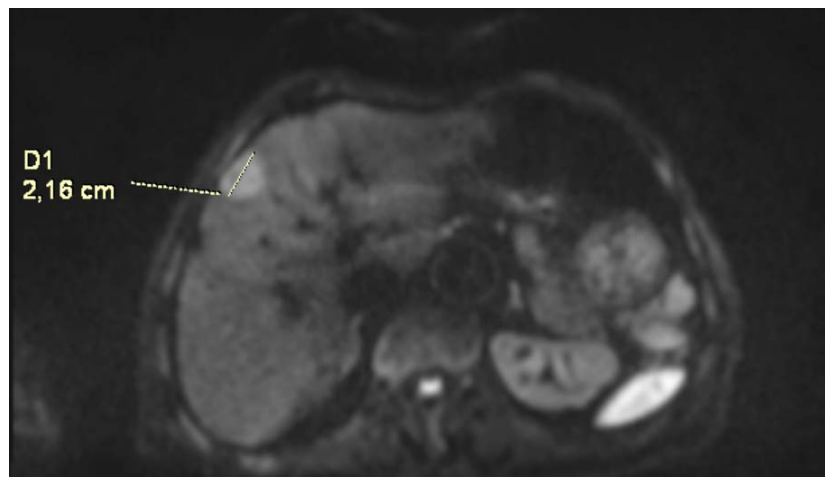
IRM hépatique montrant une lésion nodulaire du segment VIII de 2,16 cm en rapport avec un CHC
